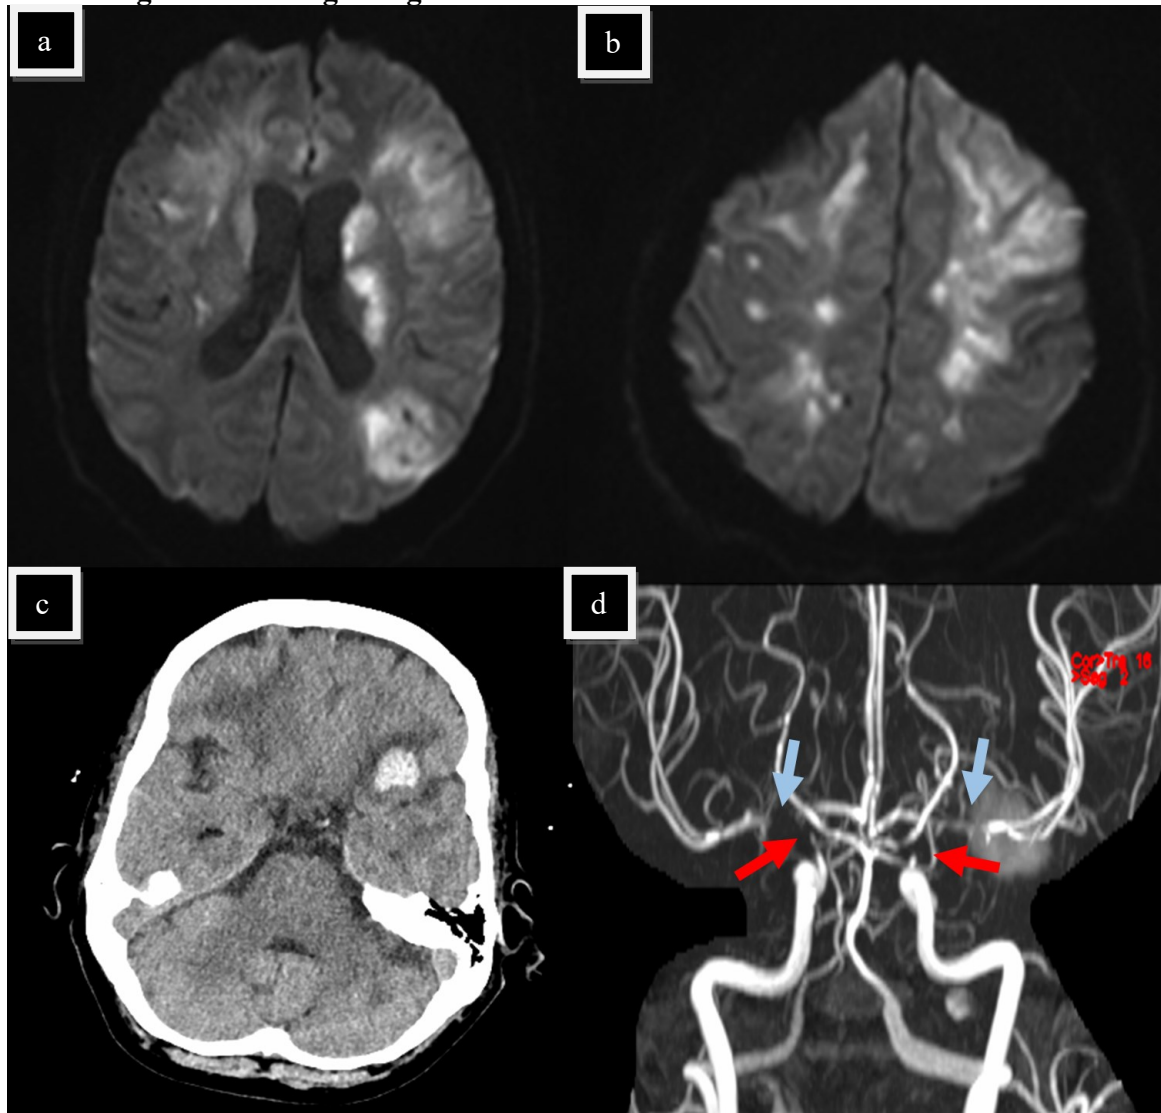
Extensive bi-hemisphärische Signalalteration in der DWI-Sequenz, deutet auf eine akute Ischämie aufgrund einer diffusen zerebralen Vaskulitis
